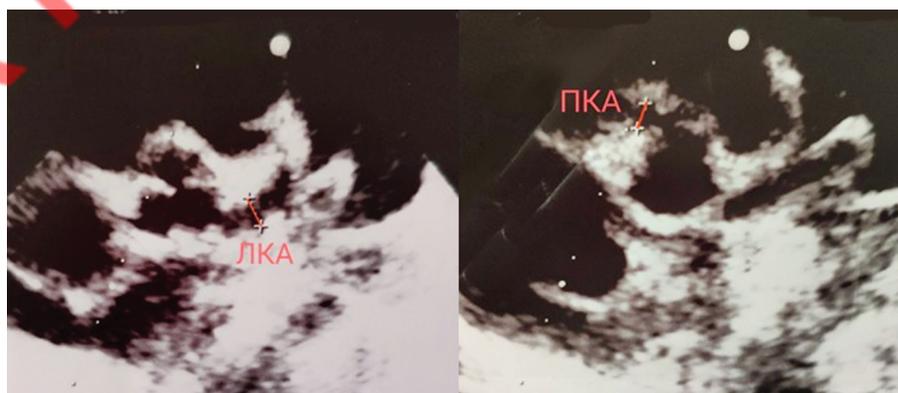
Эхокардиограмма: дилатация левой (ЛКА) и правой (ПКА) коронарных артерий
